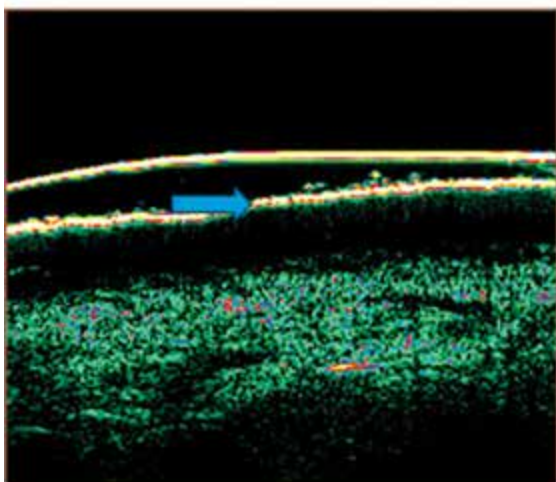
• Sonografický obraz zdravej kože - predlaktie flexorová strana (žltý pruh – epidermis, zelený pruh – dermis)
